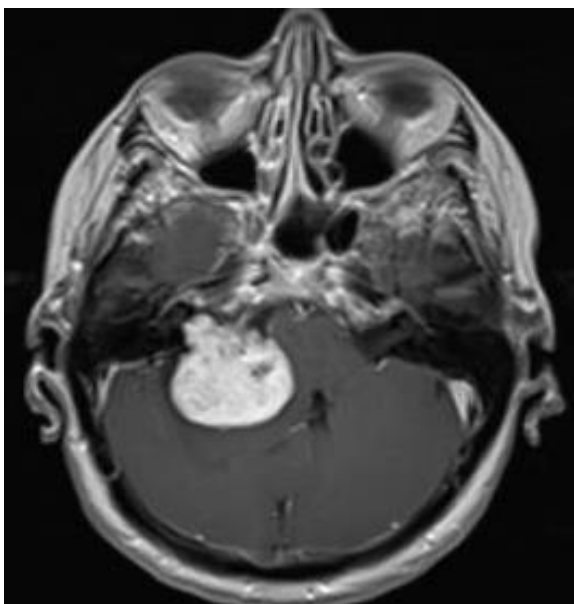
МРТ перед первой операцией.
